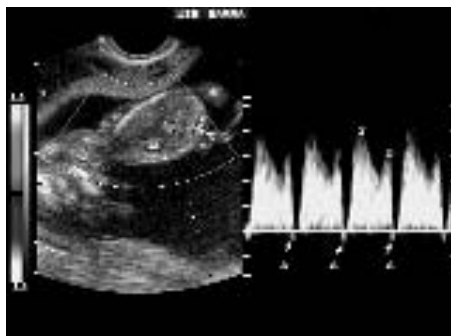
Sonograma-doppler anormal do Ducto Venoso. Onda A reversa
